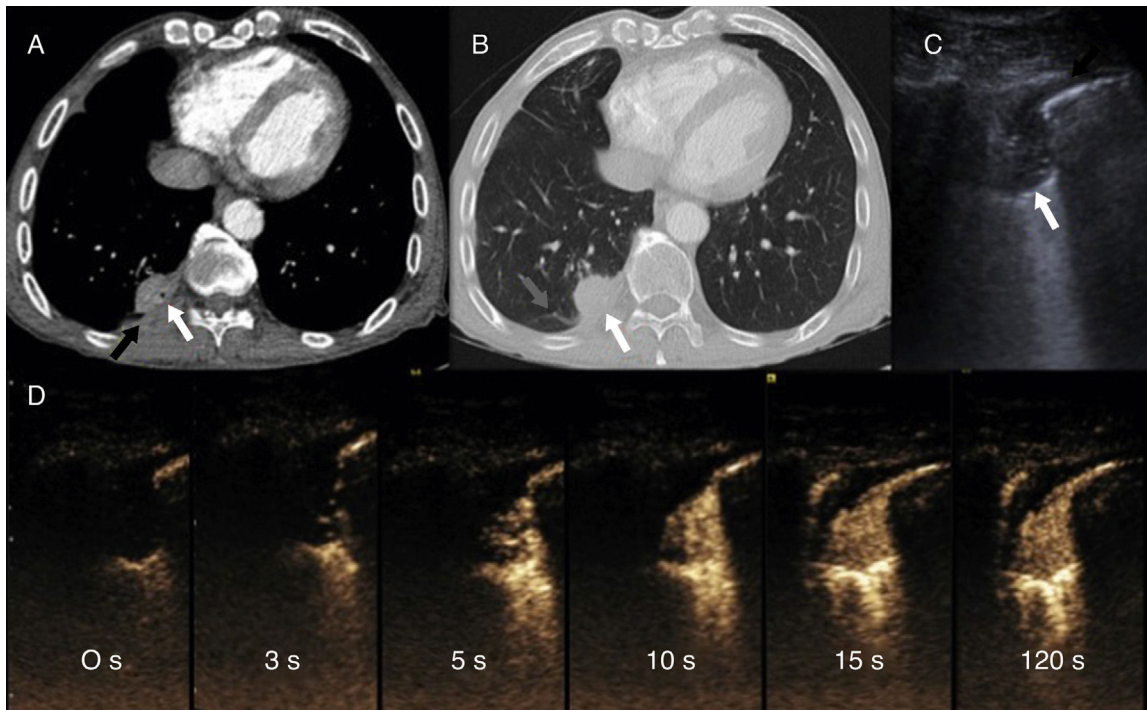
A y B) TC de tórax tras la administración de contraste yodado intravenoso en ventanas mediastino (A) y de pulmón (B) en el que se visualiza nódulo sólido subpleural (flecha blanca) con engrosamiento pleural adyacente (flecha negra) e incurvación broncovascular (flecha gris). C) Ecografía torácica en modo B: consolidación redondeada (flecha blanca) asociada a un engrosamiento pleural focal (flecha negra). D) Serie de imágenes de la ecografía torácica con contraste (aparece en cada imagen el tiempo transcurrido desde la administración del mismo) en el que se pone de manifiesto una rápida captación del mismo, antes de los 6 s, que inmediatamente se convierte en homogénea y no muestra lavado tras más de un minuto de exploración.
